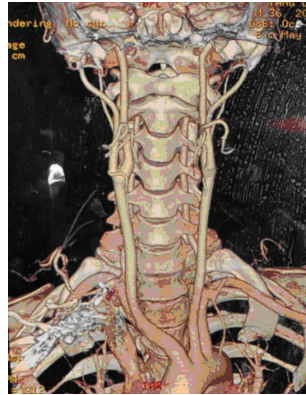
正常颅内外动脉 CT 血管造影 (CTA)
